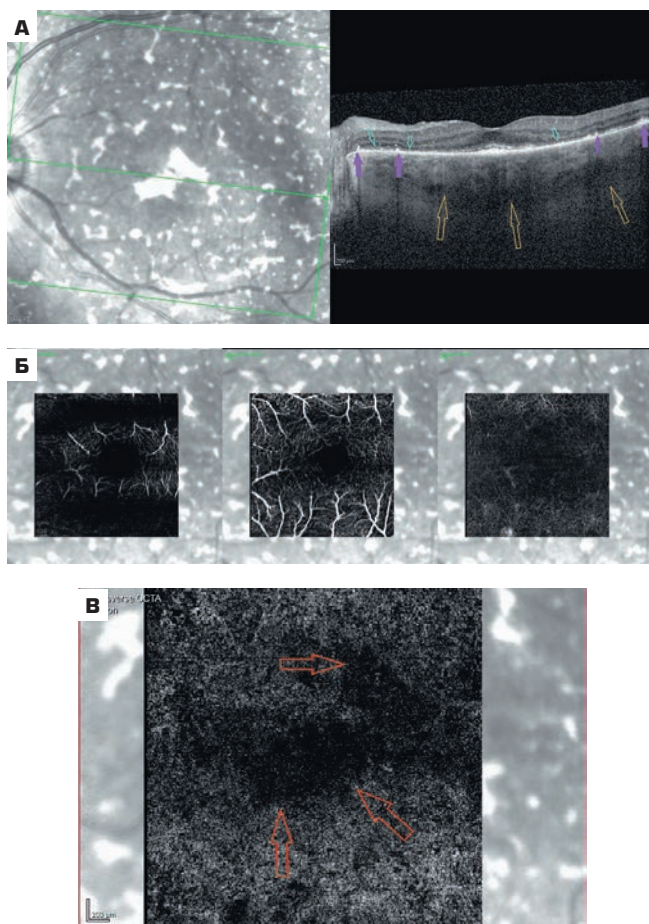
ОКТ горизонтальный скан фовеа левого глаза (А) и ОКТ-ангиография левого глаза — сегментация на уровне поверхностного, глубокого капиллярного сплетения и аваскулярных слоев сетчатки (Б) и хориокапиллярного слоя (В). Стрелки: фиолетовые — гиперрефлективные очаги на уровне пигментного эпителия; желтые — утолщенная хориоидея; голубые — нарушение дифференцировки эллипсоидной зоны; красные — участки нарушения перфузии в хориокапиллярном слое
